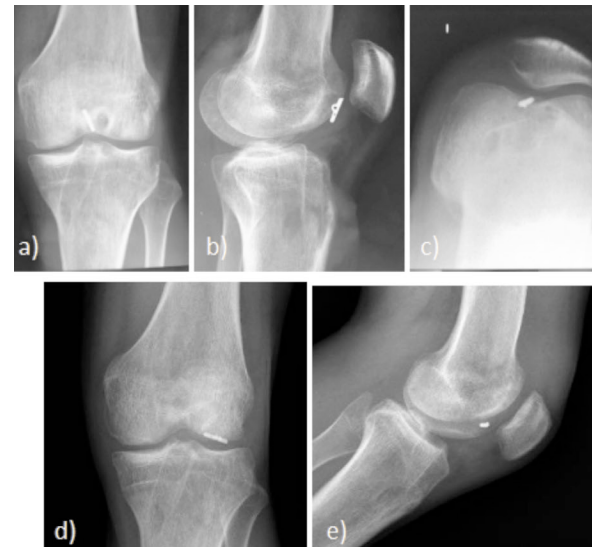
Radiografía frente, perfil y axial de rodilla. a), b), c) iniciales. d), e) al momento del diagnóstico. Obsérvese la migración del botón.
